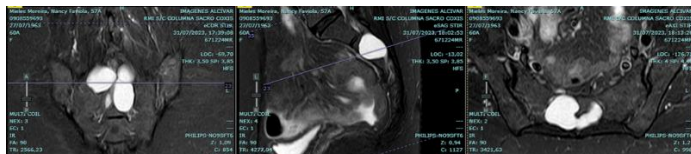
# 2: RMN sacro coxígea contrastada: en la que se observa en el canal sacro a nivel de S1, S2 y S3 lesiones de aspecto quístico que ensanchan en forma marcada el conducto sacro y producen compresión de los cuerpos vertebrales adyacentes. Las lesiones descritas son hipointensas en las secuencias T1, hiperintensas en las secuencias T2 sin restricción a la difusión y con tenue realce anular post-administración de gadolinio intravenoso, con compresión de las raíces S2 y S3 a nivel de los agujeros de conjugación.
